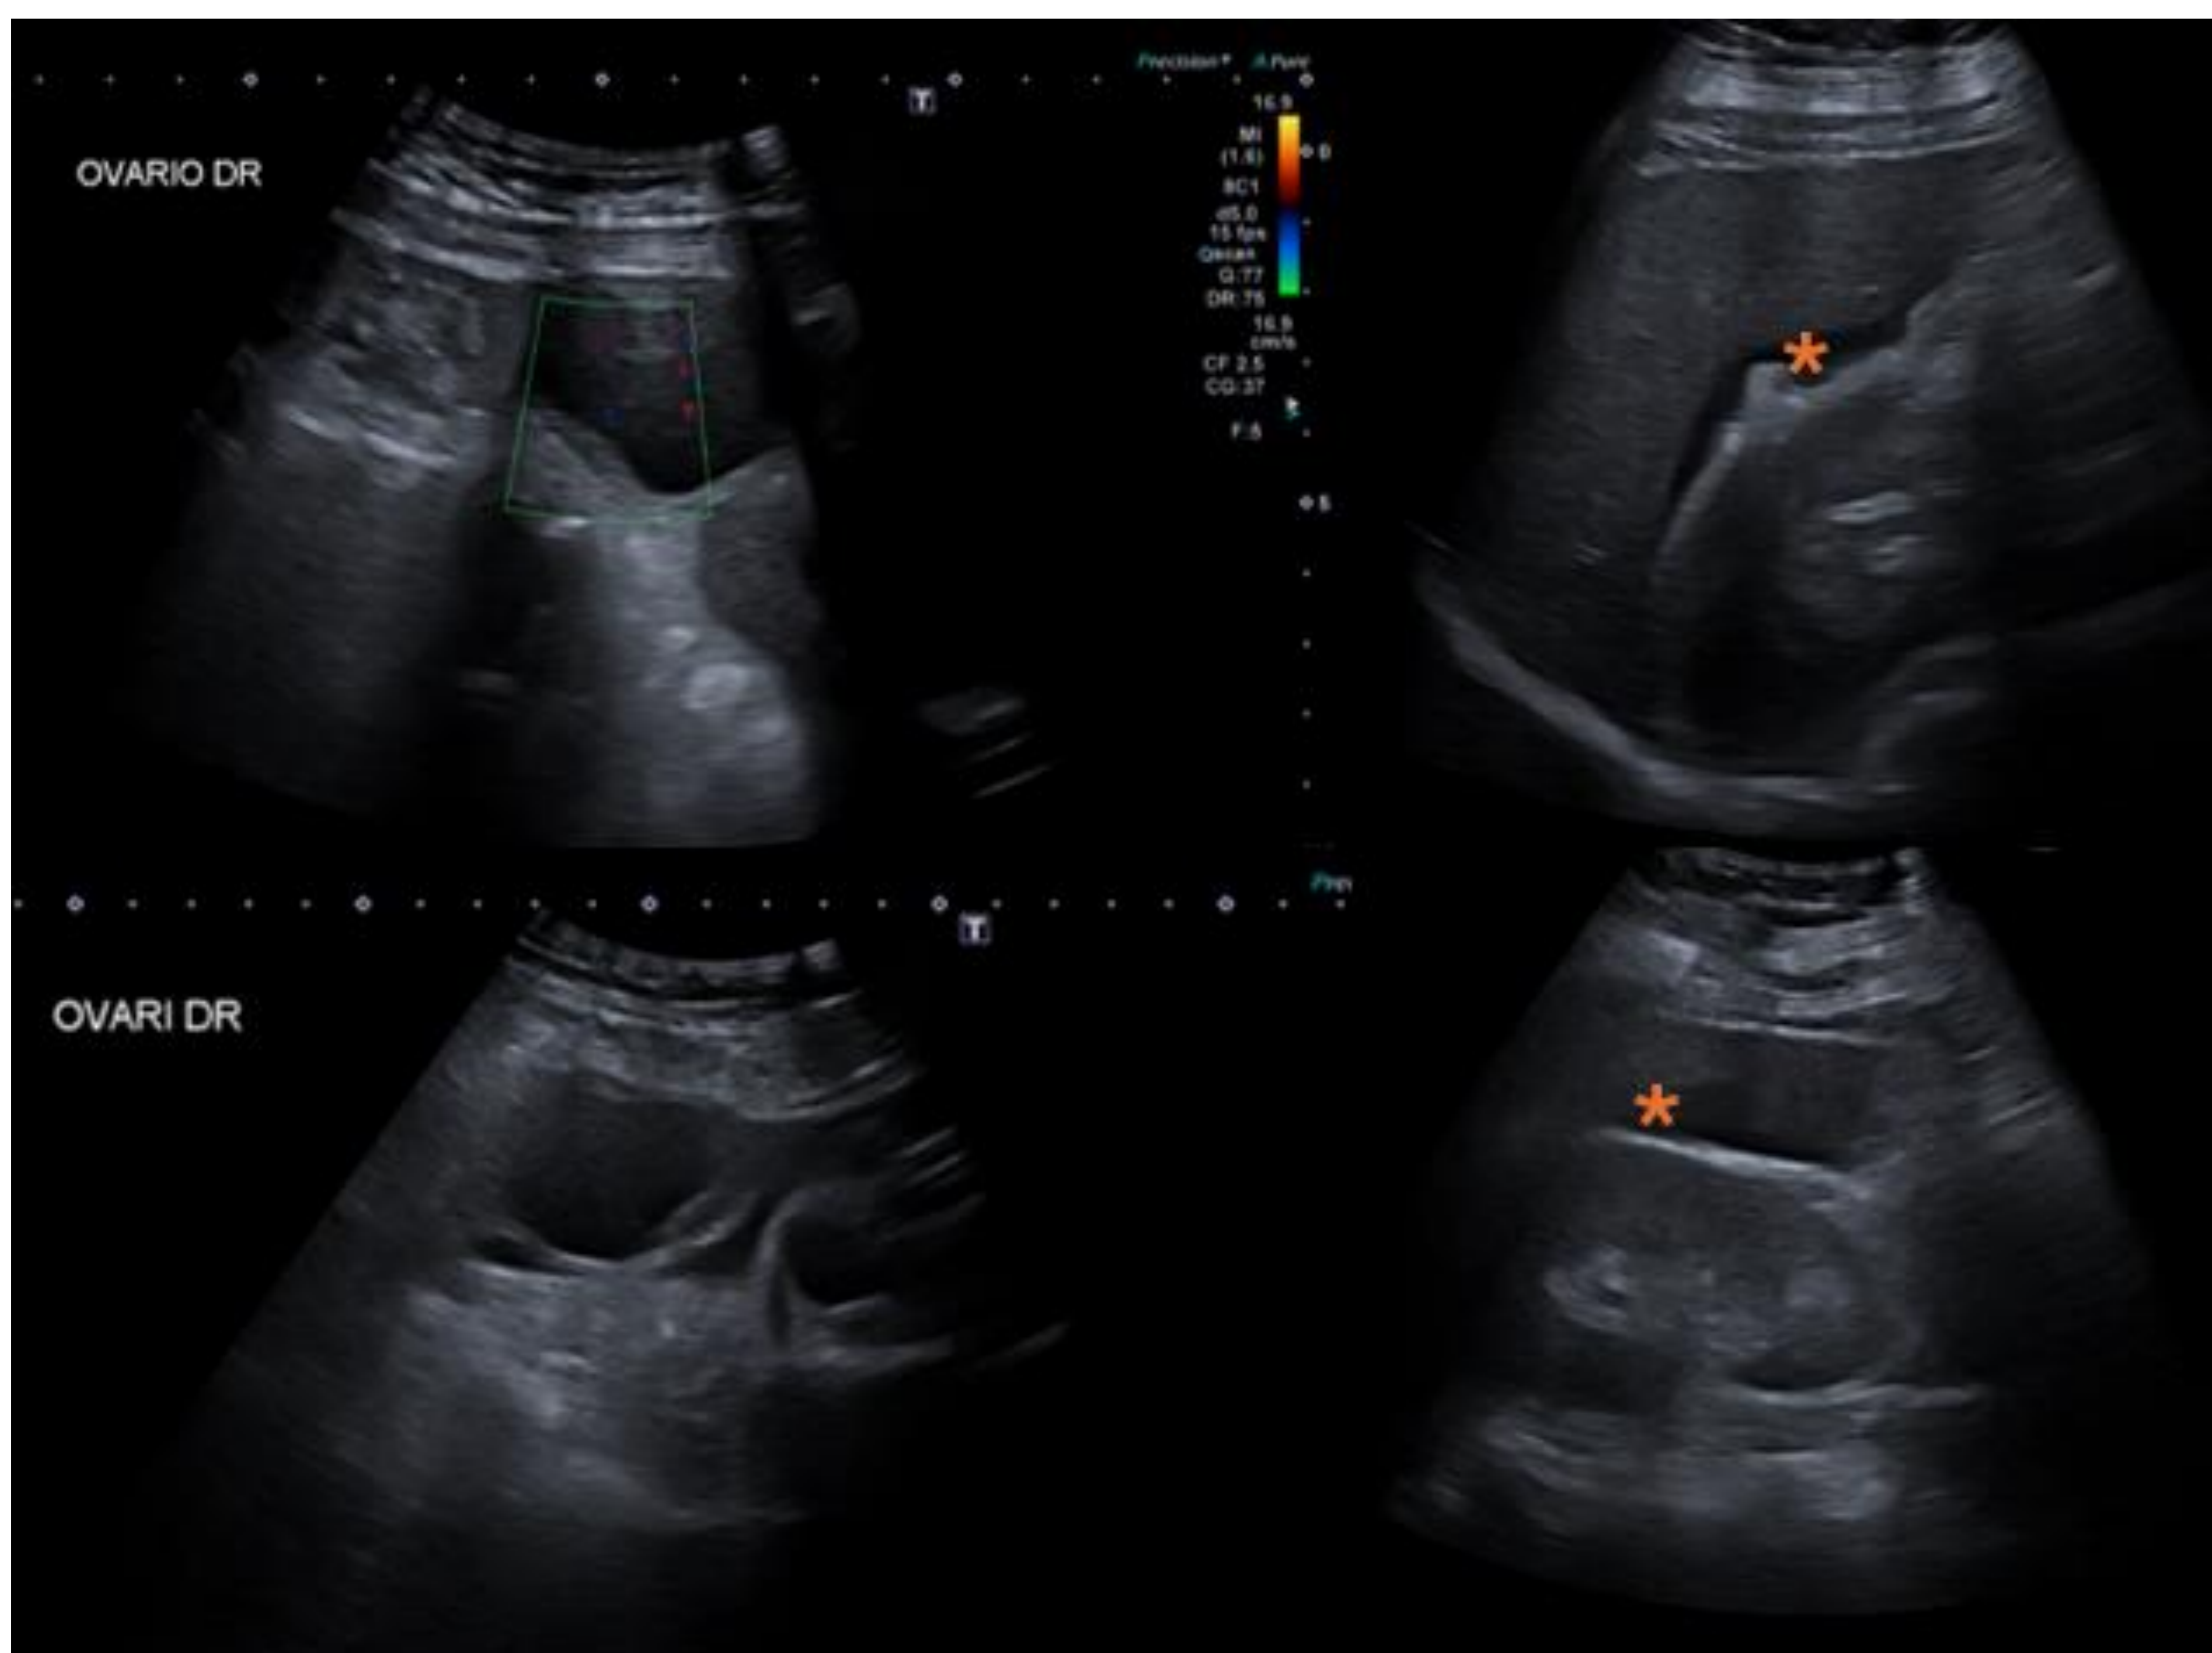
Ecografía: Se identifica lesión quística anexial derecha, de aproximadamente 5cm y paredes gruesas. Presenta tenue contenido ecogénico en su interior. Moderado líquido libre en pelvis, perihepático y periesplénico (asteriscos). Hallazgos en relación con quiste ovárico hemorrágico asociado a hemoperitoneo.
